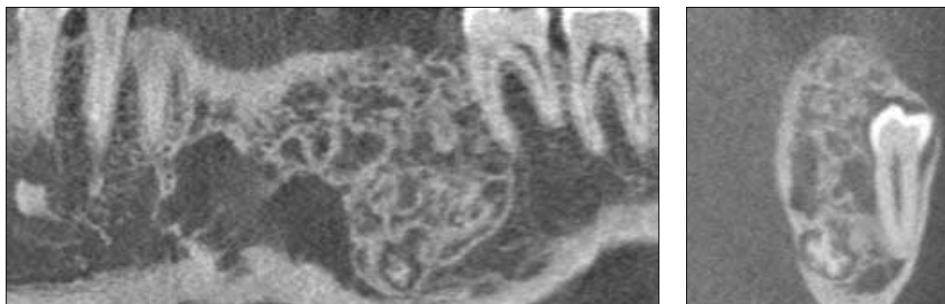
Dental CT at pre-operation. Note the large, irregular, radiolucent & radio-opaque mass measuring approximately 4.7×1.8×3.2cm in size.
